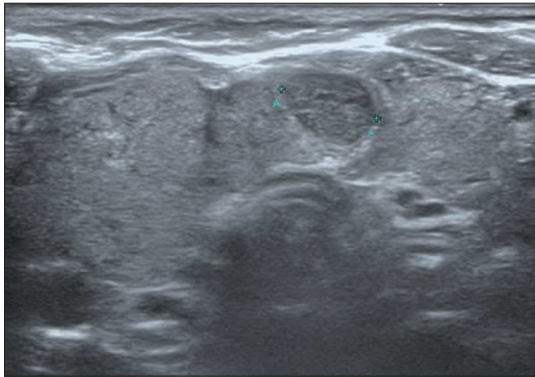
Radiologic finding. Ultrasonography showed 1.29×1.04 cm sized well defined nodule with hypoechogenicity.
